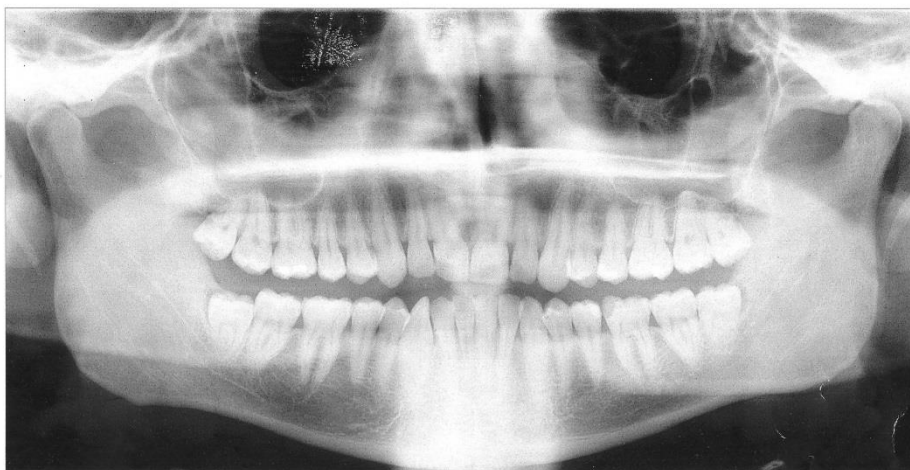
Ortopantomografía de una mandíbula sana.*
